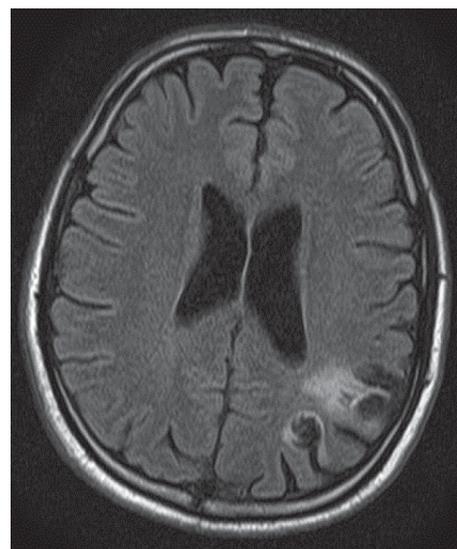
Последствия острого нарушения мозгового кровообращения в бассейне левой средней мозговой артерии. МРТ головного мозга. Аксиальная плоскость. Импульсная последовательность FLAIR. Больной Р., 29 лет. В анамнезе – опиоидная зависимость
